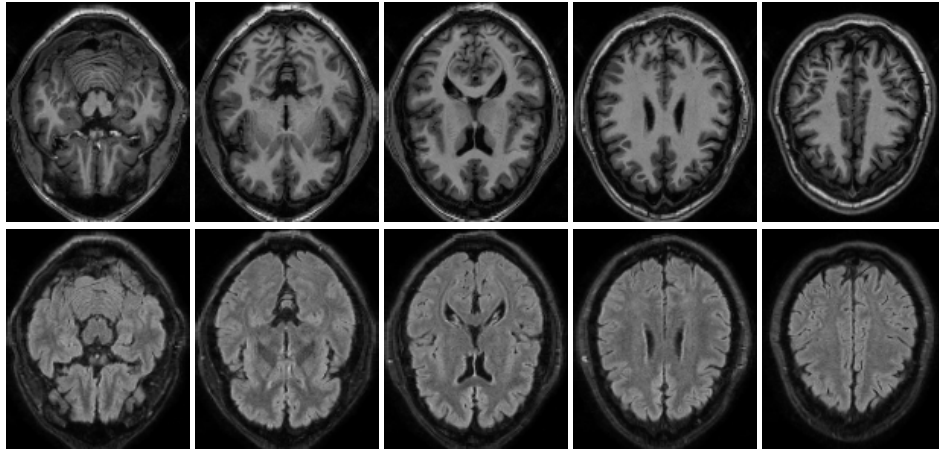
Craniale MRT-Bilder des gleichen Schädels. Erste Reihe: T_1 -gewichtete Sequenz ($TR = 9, TE = 4$). Zweite Reihe: FLAIR-gewichtete Sequenz ($TR = 10^4$ ms, $TE = 140$ ms, $TI = 2.750$ ms).
